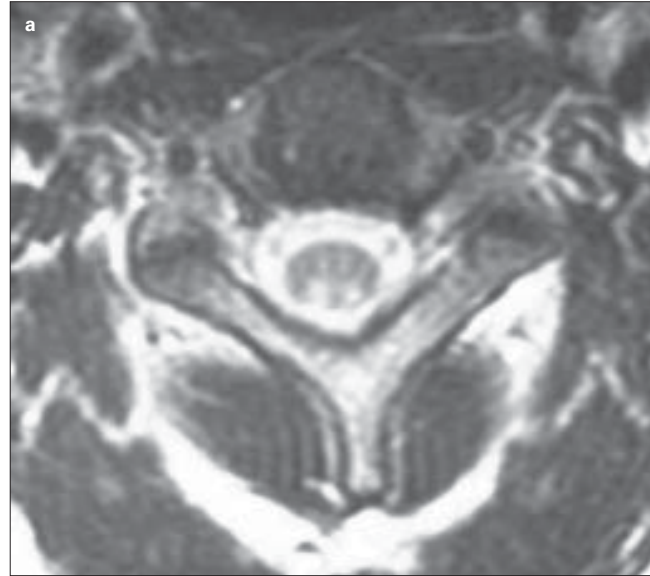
Resonancias magnéticas de médula espinal, en secuencias T₂, corte sagital (a) y axial (b), que muestran un área de hiperseñal en los cordones posteriores, correspondiente a una lesión medular por síndrome de descompresión.
